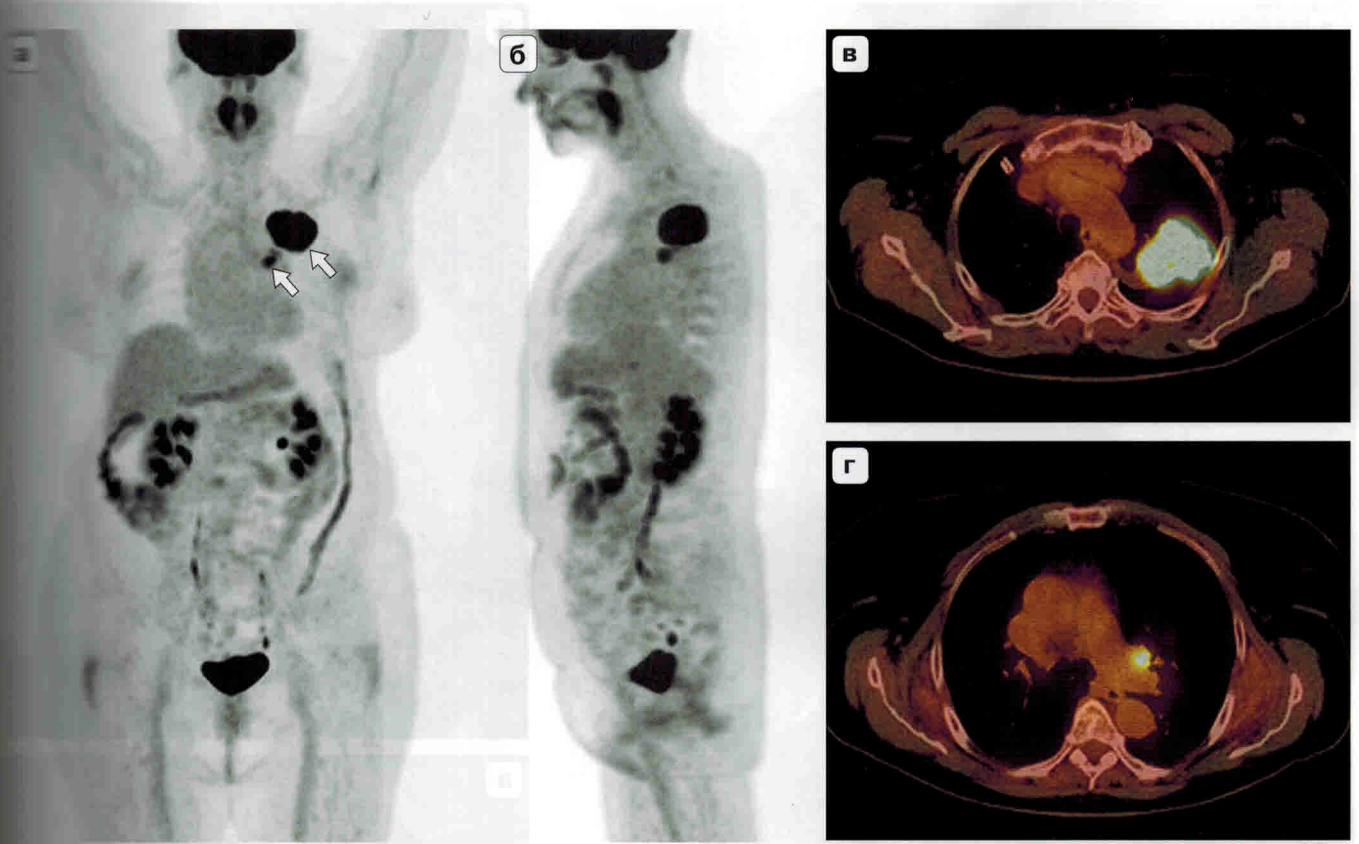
ПЭТ с ^{18}F -ФДГ всего тела. Рак легкого. а, б – ПЭТ-реконструкции всего тела во фронтальной и сагиттальной проекциях, в, г – ПЭТ/КТ-изображения в аксиальной проекции, определяют очаги с патологической метаболической активностью ^{18}F -ФДГ в объемном образовании верхней доли левого легкого, в лимфатических узлах в проекции корня ипсилатерального легкого (стрелки).
